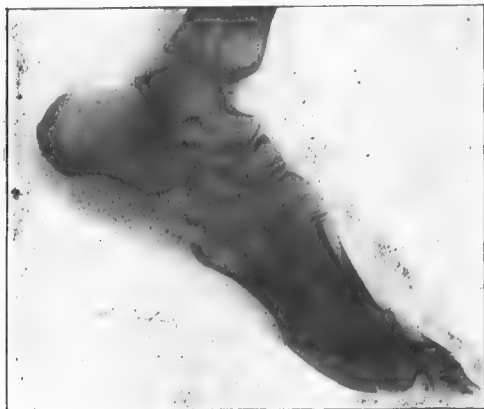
(Observation II); soldat Sei... — Radiographie du pied droit le 14 avril 1915 (234^e jour après la blessure).
